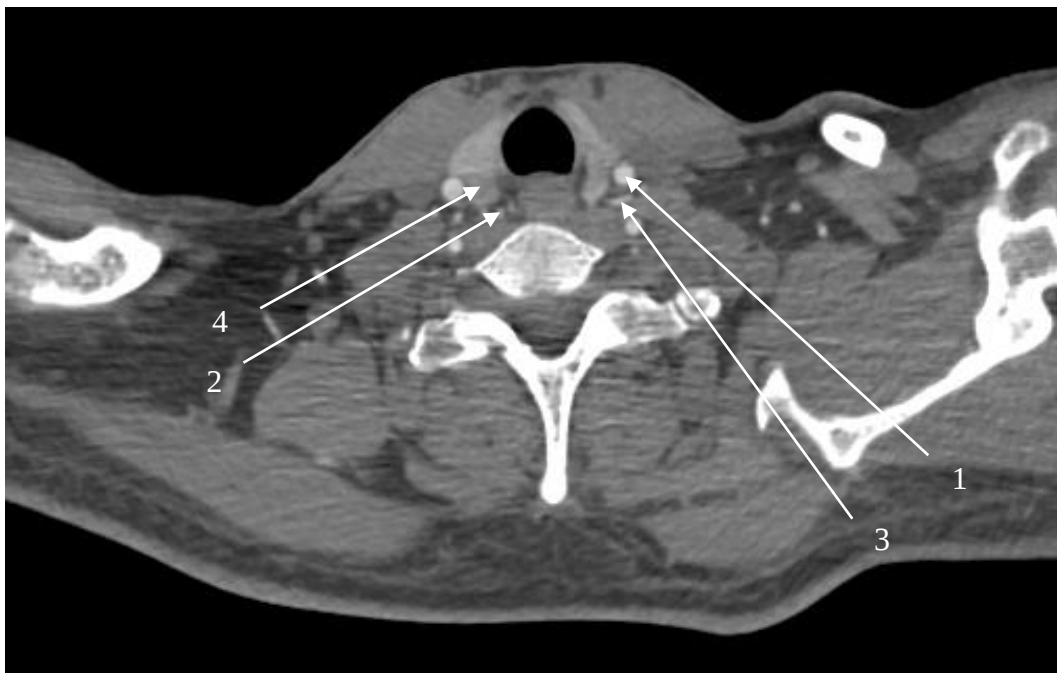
Secțiune tomografică transversală la nivelul C6, tomografie cu substanță de contrast în timpul arterial
